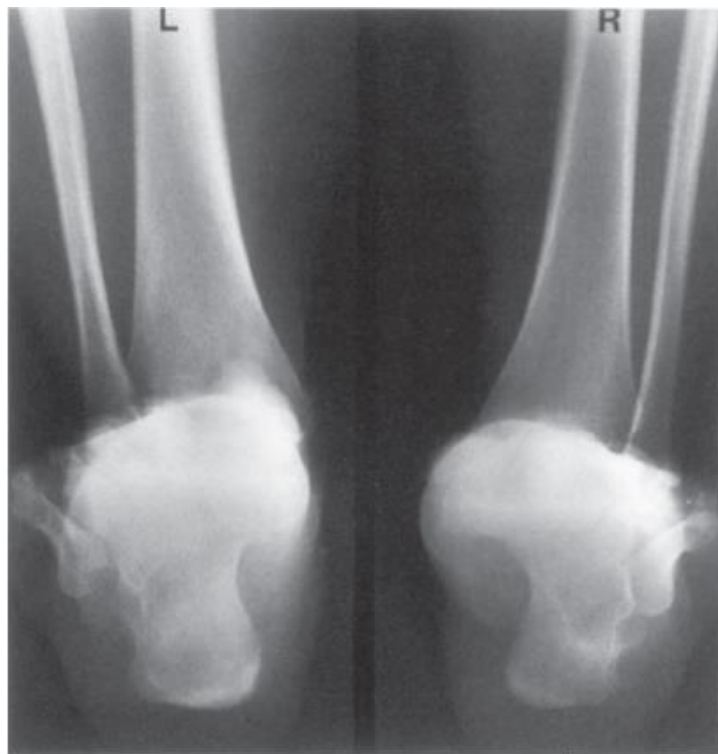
y 51D Radiografías con apoyo que muestra el desplazamiento medial más severo del escafoides en toda nuestra serie. El ángulo astrágalo calcáneo mide 21 grados en el pie derecho y 28 en el izquierdo. En la derecha existe inversión del mediopie, como lo evidencia la sobreposición de las cuñas y el cuboides. El antepie está en su posición normal y bien alineado con el retropie.
